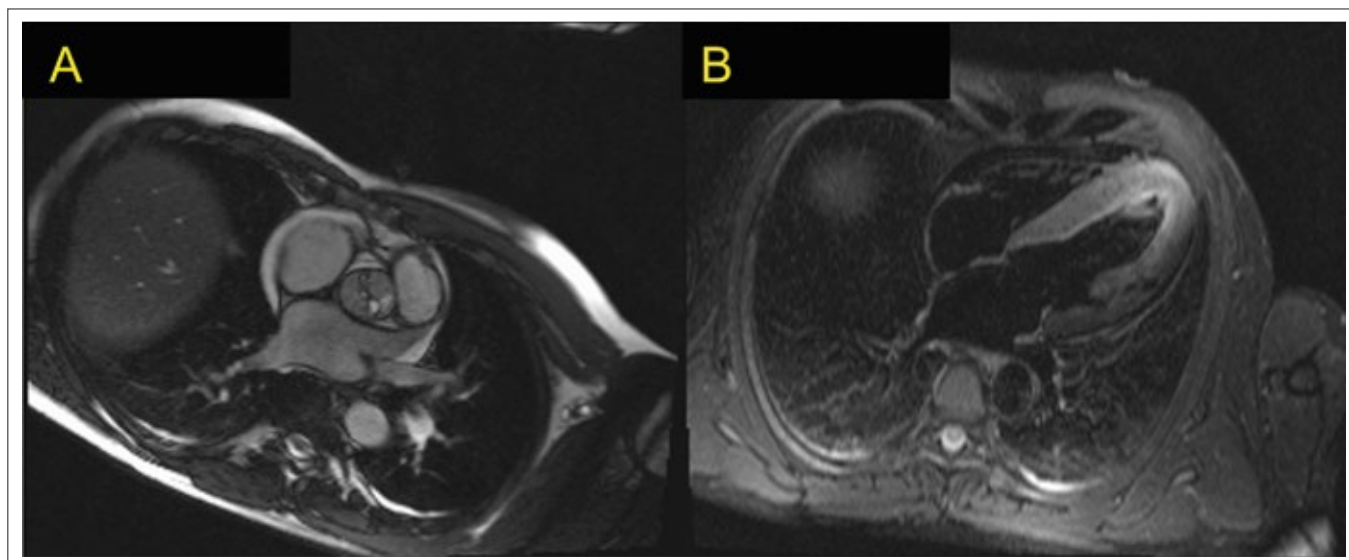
MRI mit Darstellung der Aortenklappenöffnungsfläche (A) und des linksventrikulären Ödems (B)
